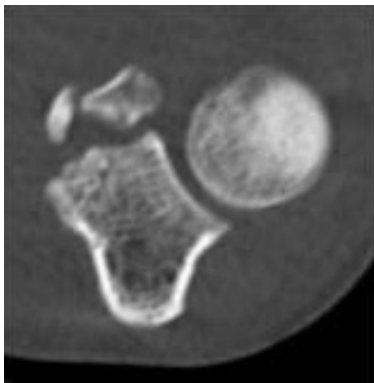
症例 1 術前単純 CT axial 像
